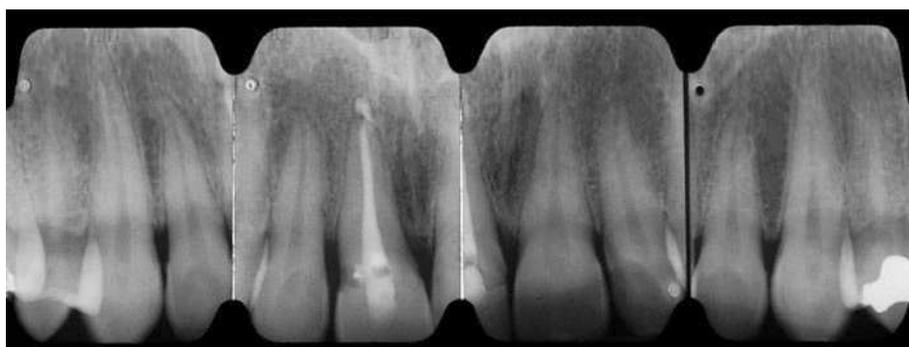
Radiografías de los dientes anteriores superiores.
